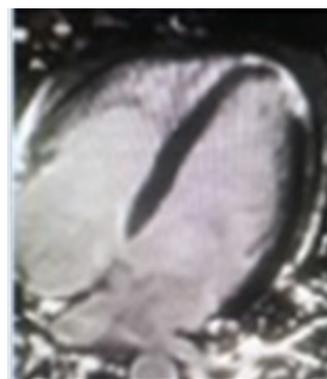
RM cardiaca secuencia de inversión recuperación, o corte longitudinal transversal.
